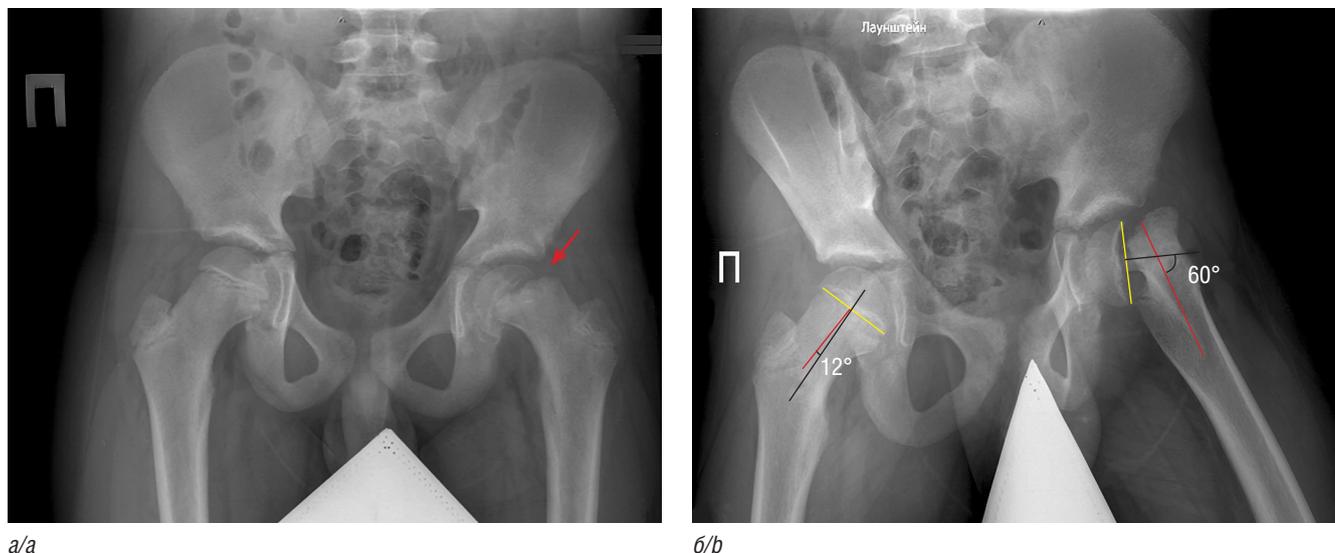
Рентгенограммы, выполненные в приемном отделении: *a* — прямая проекция (стрелкой указан эпифизеолиз головки бедренной кости со смещением); *b* — проекция по Лаунштейну (определяется эпифизеолиз головки левой бедренной кости со смещением по ширине на 1/2 и под углом, проекционный шеечно-эпифизарный угол в положении по Лаунштейну справа 12°, слева 60°, рентгеновские суставные щели D<S, суставные поверхности не изменены)
